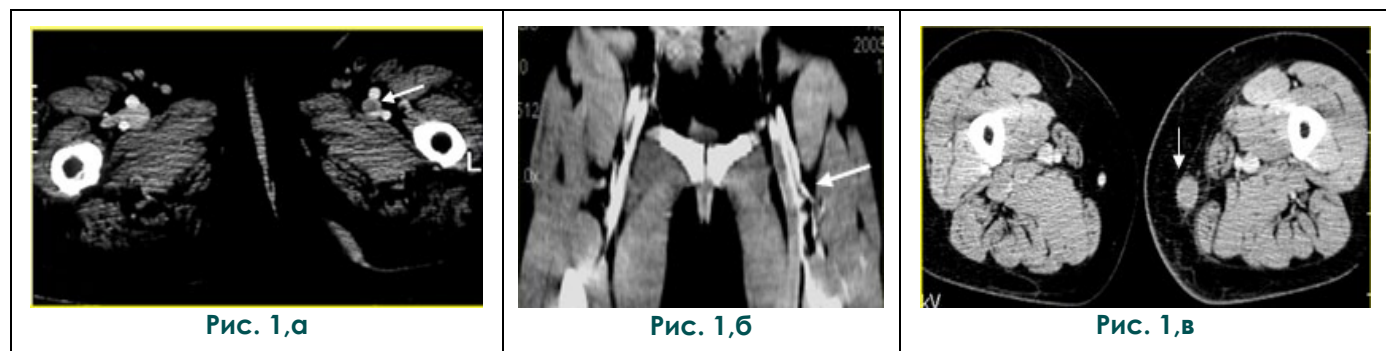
МСКТ-флебография. Визуализируются тромбы в просветах бедренной (а, б) и большой подкожной вен (в).
